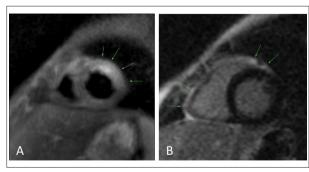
Ressonância magnética cardíaca mostra edema de miocárdio em paredes ântero-lateral basal e medial. (A) Derrame, espessamento e realce pericárdico mais evidentes junto aos segmentos basais dos ventrículos direito e esquerdo. (B) O aspecto é sugestivo de miopericardite recente ou em atividade.
